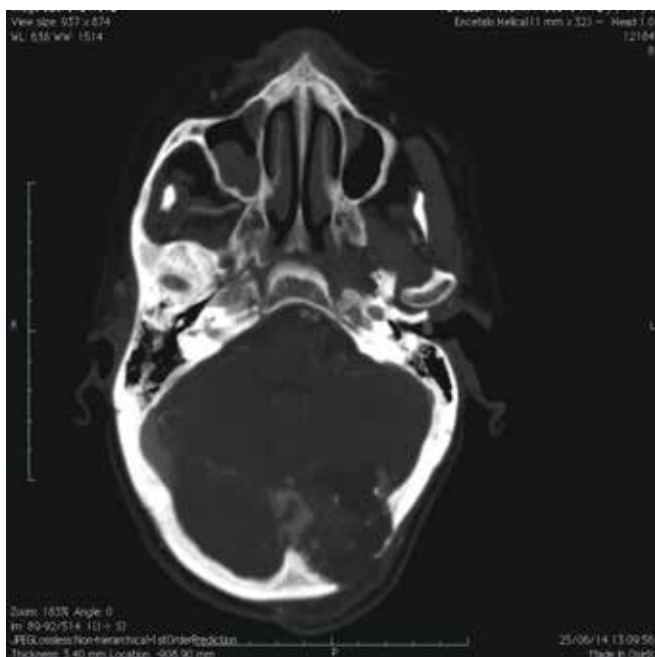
Osteite della teca cranica occipitale sinistra post-craniotomia. TC 64 slice.
